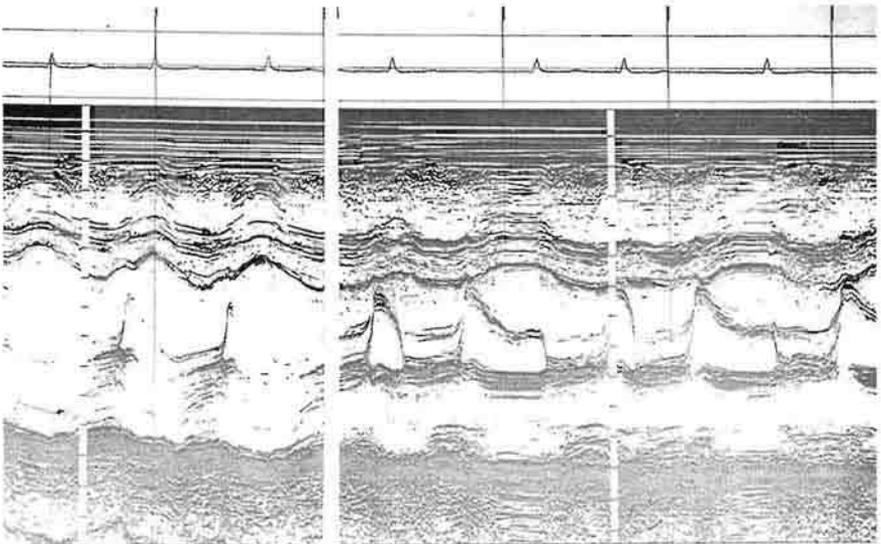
Ecocardiograma modo M de un enfermo operado de estenosis mitral, con insuficiencia mitral poscomisurotomía. Valvas mitrales engrosadas con pendiente EF aplanada (imagen en «pista de esquí» típica de la insuficiencia mitral). Ventriculo izquierdo dilatado, hipermotilidad de las paredes ventriculares por la sobrecarga de volumen.
